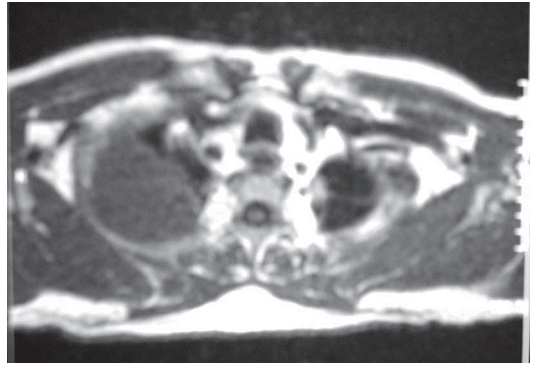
Tumor de Pancoast. Ressonância magnética de tórax em corte transversal, exibindo o acometimento costal, com importante erosão óssea.
